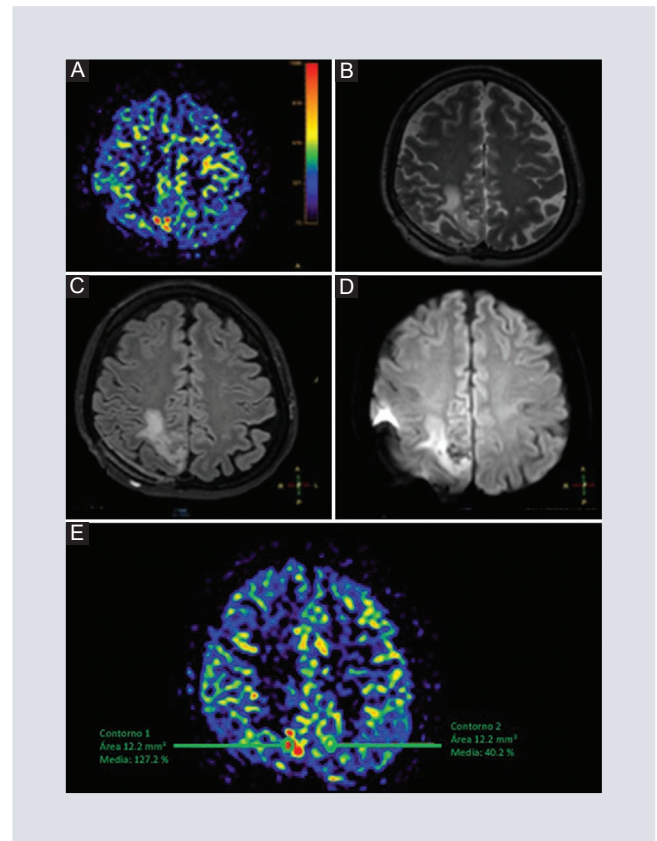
Mujer de 40 años. Evaluación de glioma posterior a radioterapia. Imágenes de resonancia magnética en secuencias. A-E: *spin labeling* arterial cualitativo y cuantitativo. B: T2. C: *flair* volumétrico. D: DWI. Proceso ocupante de espacio en región parietal derecha, con restricción a la difusión, edema perilesional con datos de incremento en la microvascularidad y zonas de necrosis central, nótese el aumento de flujo sanguíneo cerebral de la zona afectada (127/100 mg/ml/s) en contraparte con la zona en espejo parietal izquierda (40.2/100 mg/ml/s), en relación con recidiva tumoral.
